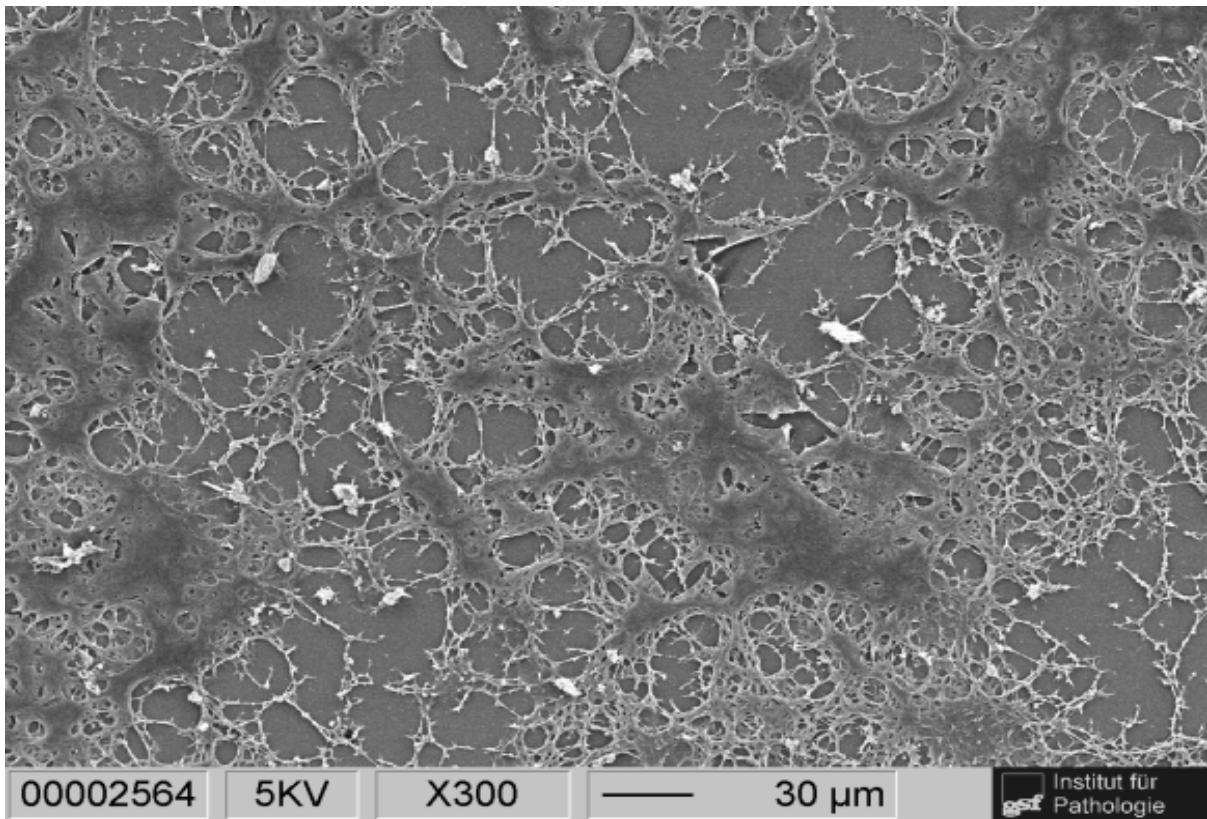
PET-Membran mit ECM, mit Medium und ohne Zellen (REM, x300)
